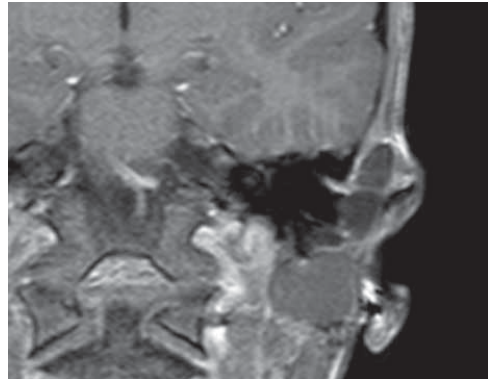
Магнитно-резонансная томография головы пациента 8 лет, коронарная проекция, T1-режим. Выявлен гипоинтенсивный сигнал от опухолевого образования, распространяющегося в подвисочную ямку
